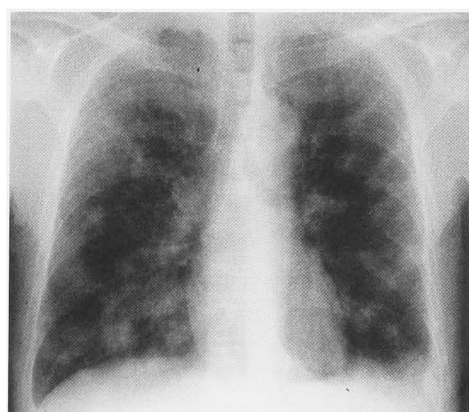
Chest radiograph revealing acute progression of the multiple pulmonary metastases of the renal cell carcinoma and diffuse reticular shadow of the bilateral lung fields.
